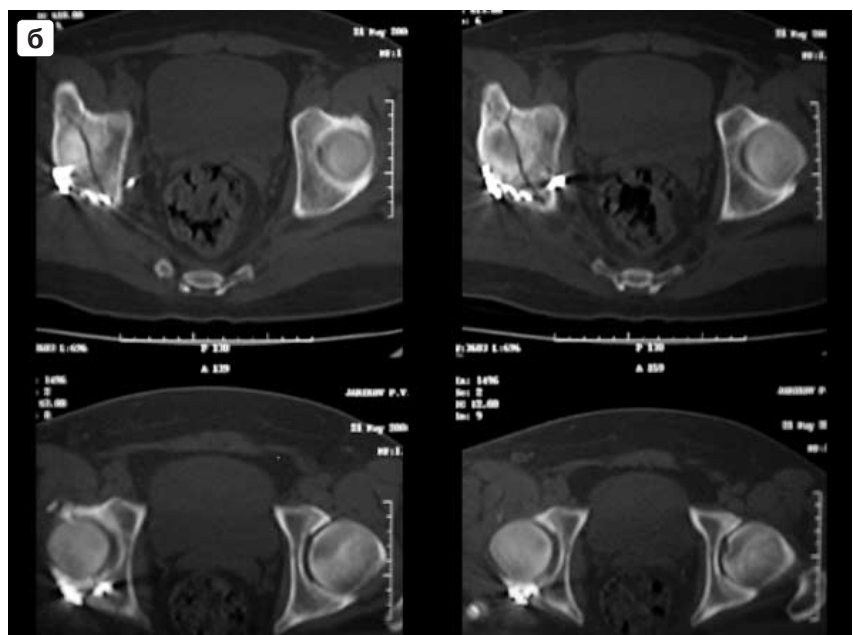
Больной Ж., 28 лет. Компьютерные томограммы правого тазобедренного сустава. а – до операции, б – после операции.
